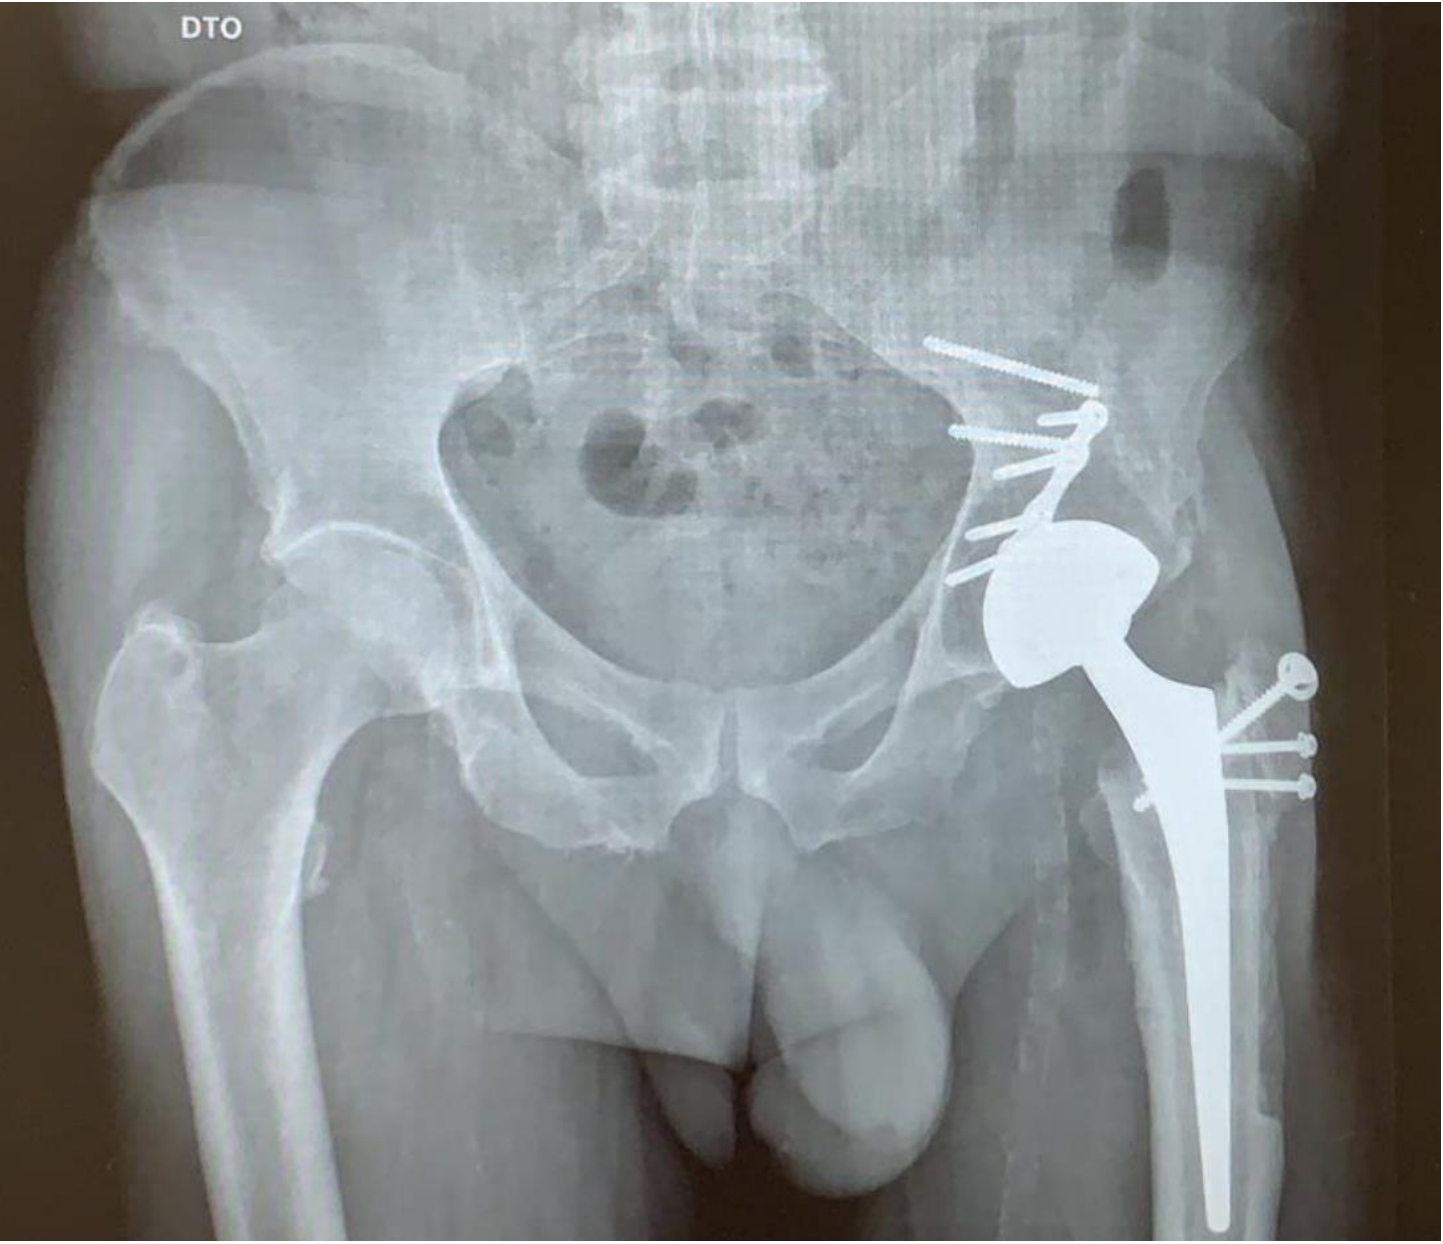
Radiografía postoperatoria de pelvis
